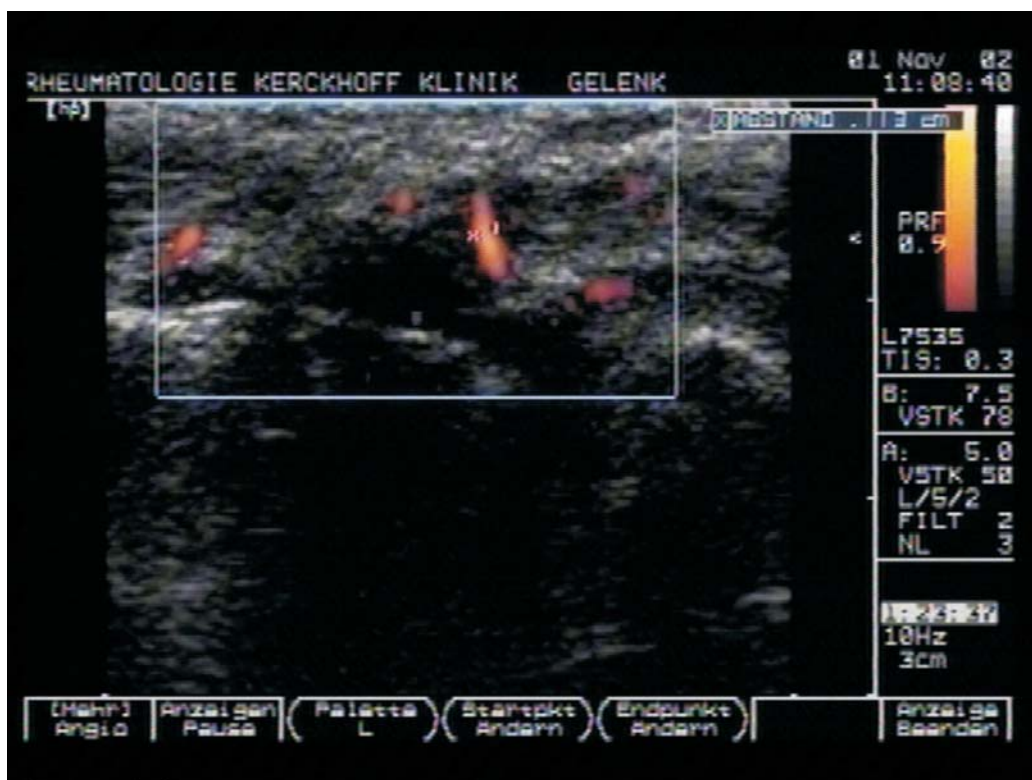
Visualisierung des intraartikulären Blutflusses mit Hilfe der Power Doppler-Sonographie.
